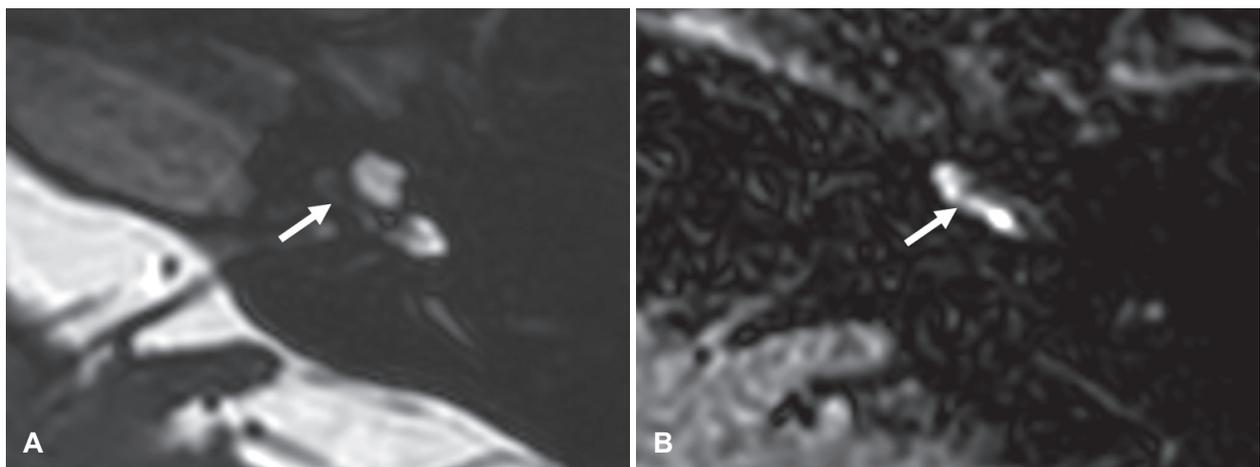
Preoperative MRI findings of case 1 (left ear). A: Filling defect at the basal turn of the left cochlea in T2 weight image (arrow). B: High signal intensity at the same region in post-contrast three-dimensional fluid-attenuated inversion recovery image. Bright signal is shown in the basal turn of cochlea (arrow).
